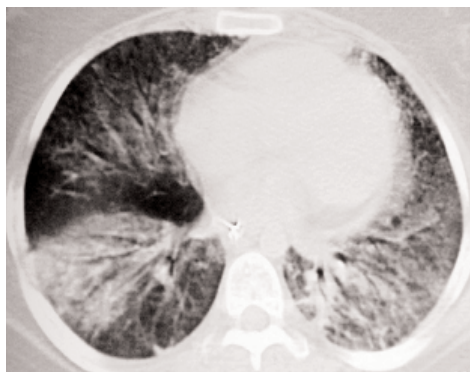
Dístres respiratorio del adulto. La TC demuestra áreas bilaterales parcheadas de consolidación, opacidades en vidrio deslustrado y engrosamiento del intersticio peribroncovascular.
